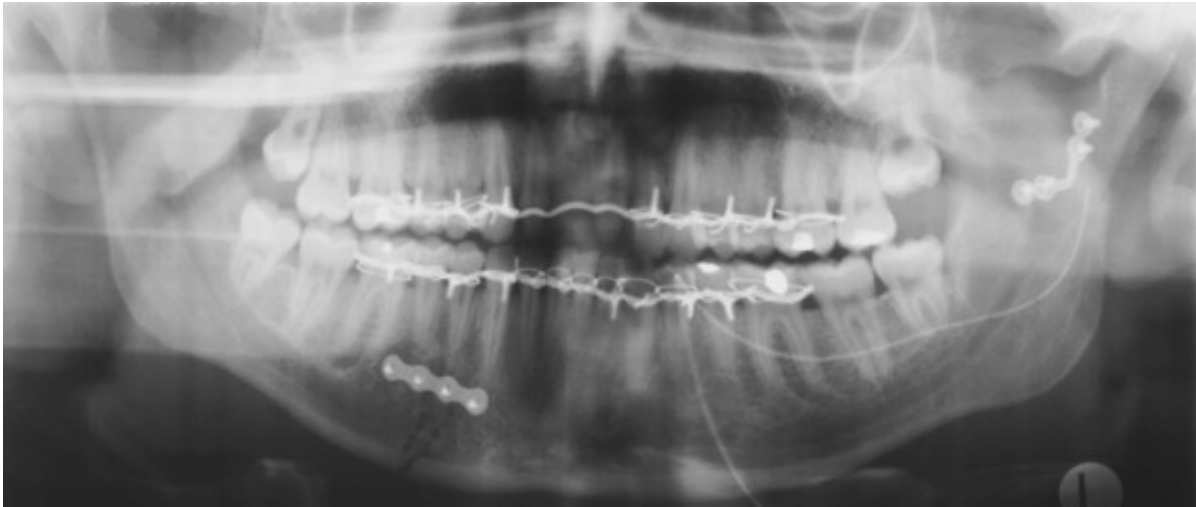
OPG des Patienten am ersten Tag nach Reposition und Fixation der Frakturen über enorale Zugänge. Im Bereich des Unterkieferkorpus wurden Drill-Free-Schrauben, im Bereich des Unterkiefergelenkfortsatzes konventionelle selbstschneidende Schrauben nach Vorbohrung verwendet. Zur präoperativen Ruhigstellung und intraoperativen intermaxillären Fixation wurden Drahtbogenhäkchenschienen eingebunden, die auf der 2 Tage postoperativ angefertigten Röntgenaufnahme noch in situ sind. Die röntgendichte Struktur, die sich in den Bereich des Unterkieferkorpus links projiziert, wird durch den Schlauch der nach extraoral ausgeleiteten Redondrainage hervorgerufen.
